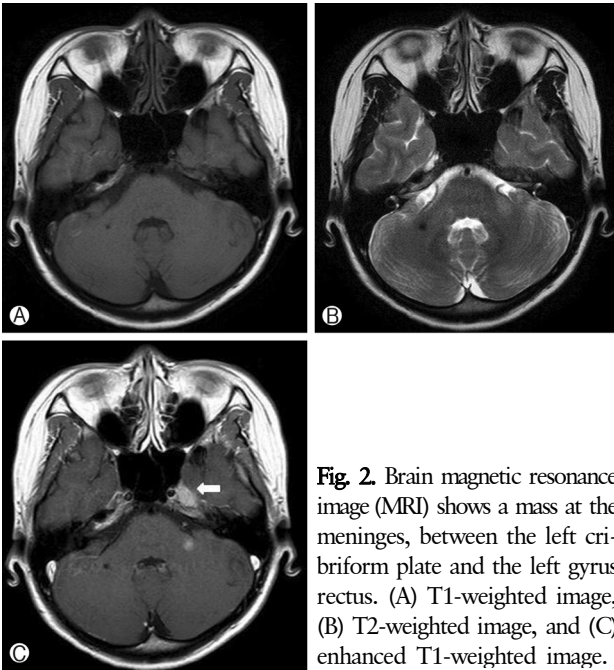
Brain magnetic resonance image (MRI) shows a mass at the meninges, between the left cribriform plate and the left gyrus rectus. (A) T1-weighted image, (B) T2-weighted image, and (C) enhanced T1-weighted image.
